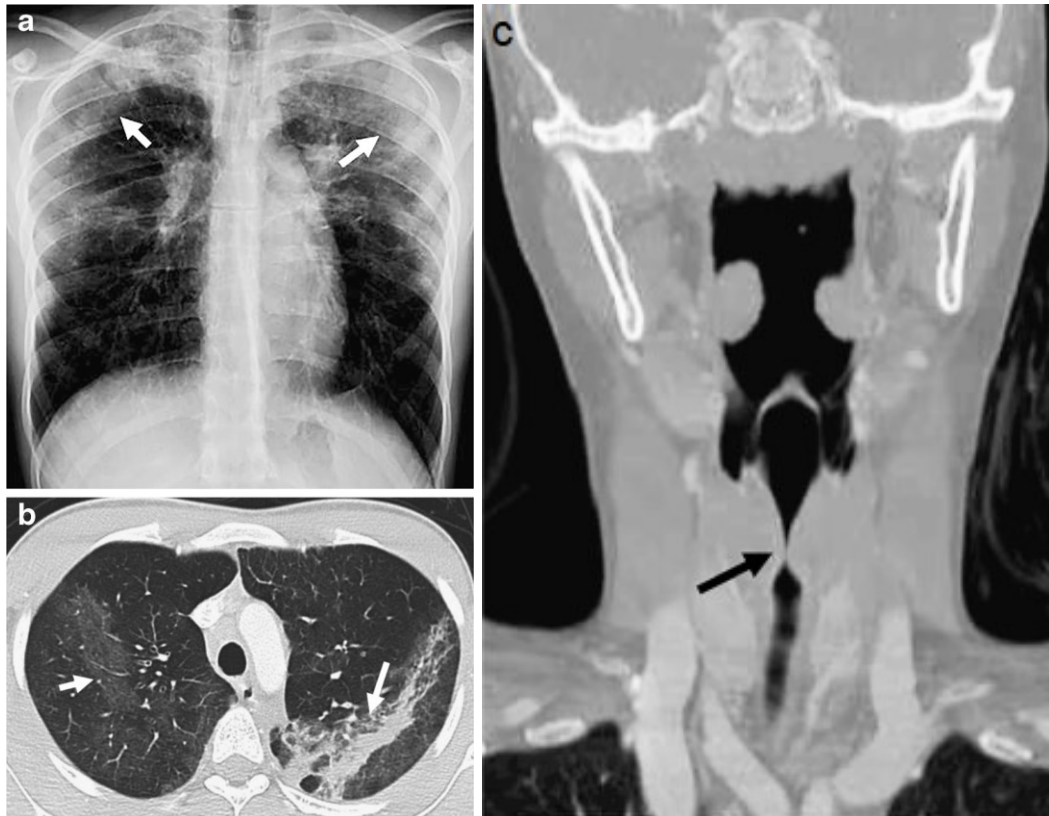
CT bei GPA/EGPA¹⁰:
